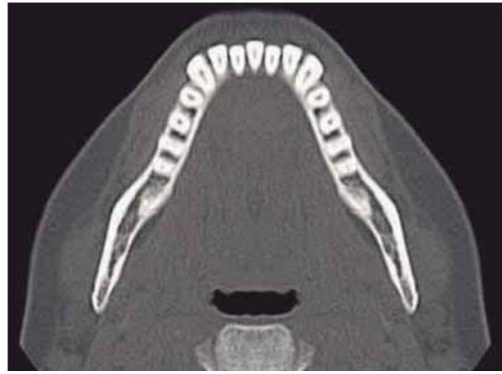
Tomografía axial computarizada.<sup>10</sup>
